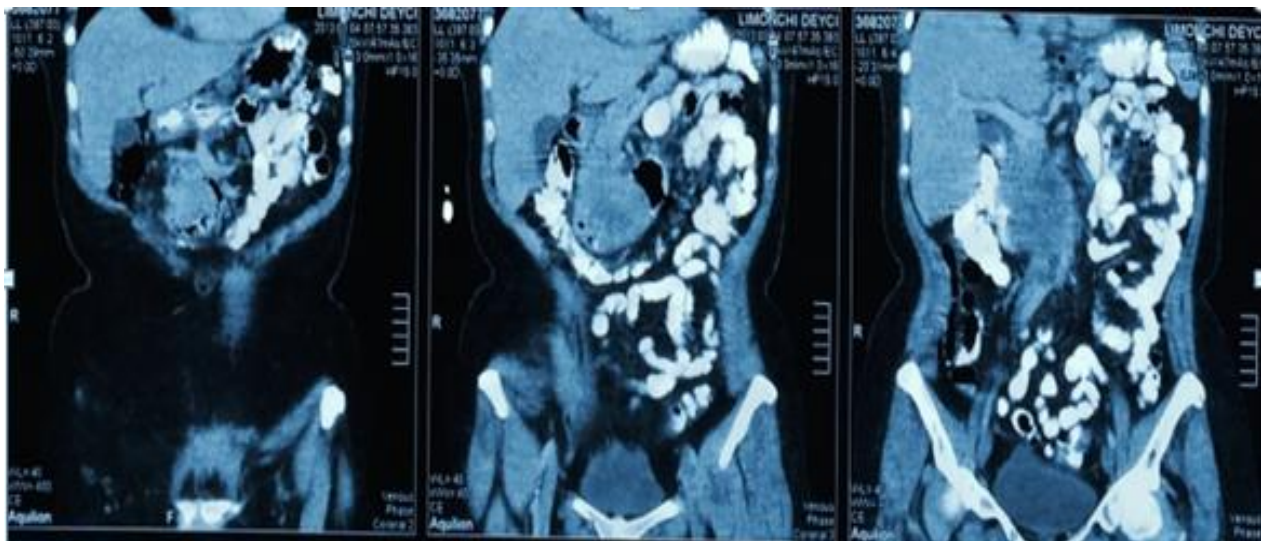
TAC Abdominopélvica con contraste oral y endovenosa en fase de eliminación, cortes axiales.
